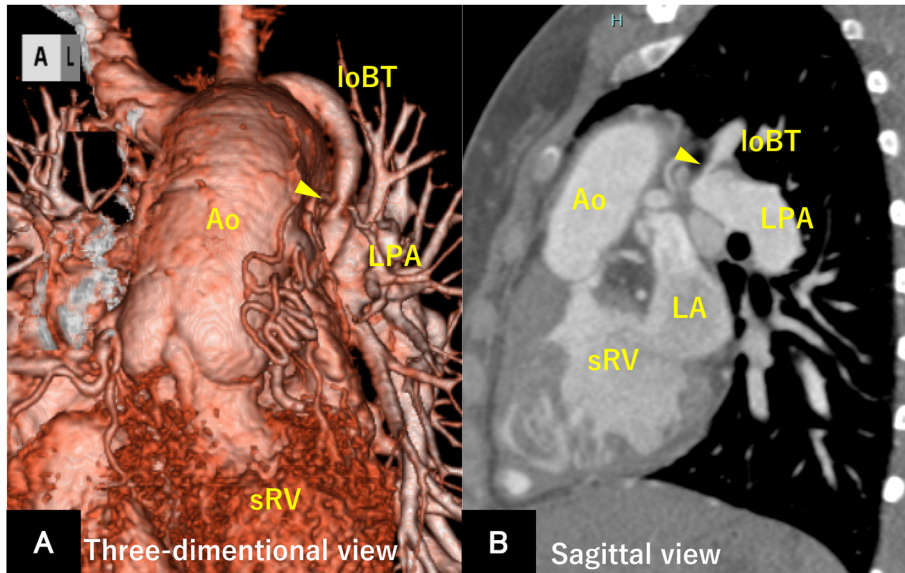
Chest contrast-enhanced CT showed stenosis of the left original B-T shunt anastomosis (arrow head).
